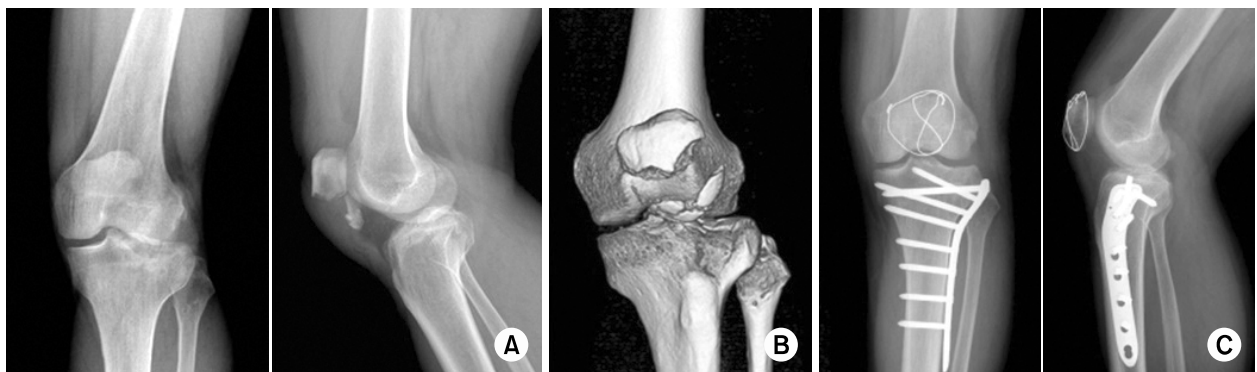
(A) Anteroposterior and lateral plain radiographs showing fracture of patella. (B) Three-dimensional computed tomography showing fracture of patella. (C) Postoperative anteroposterior and lateral plain radiographs showing internal fixation with circumferential wiring and tension band wiring.
